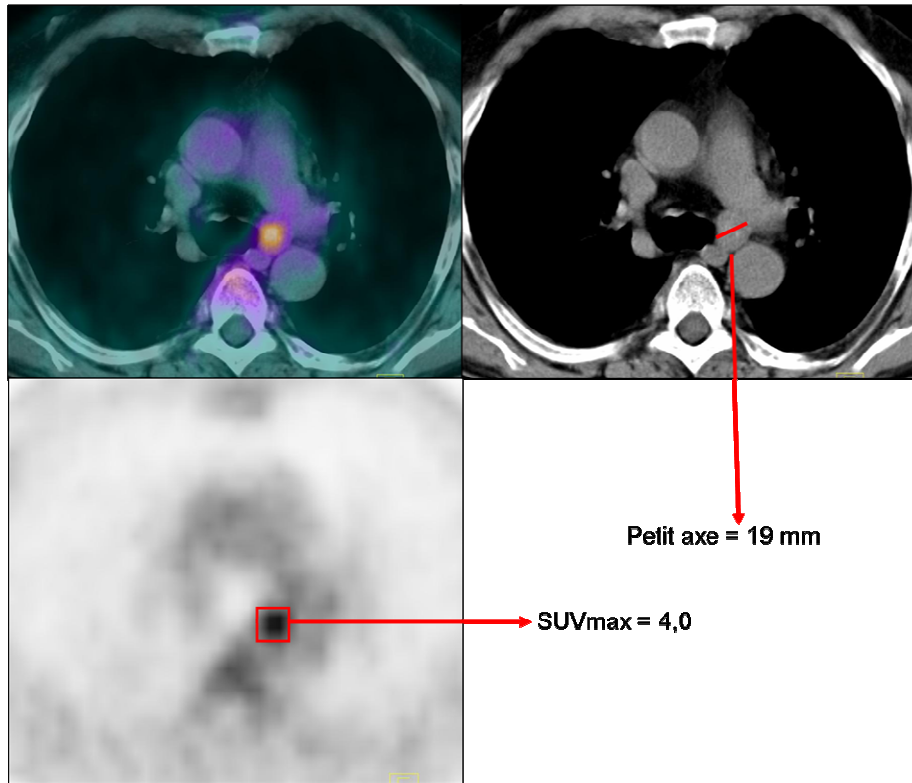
Exemple de recueil de la taille du petit axe et du SUVmax ganglionnaire chez le patient n°12
